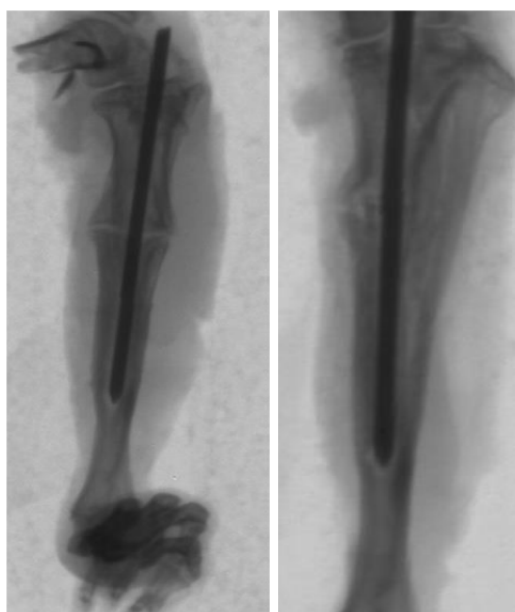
Рентгенограммы перелома на 60 сутки имплантата с лазерной обработкой (а), в сочетании с ЛЦУ (б)
